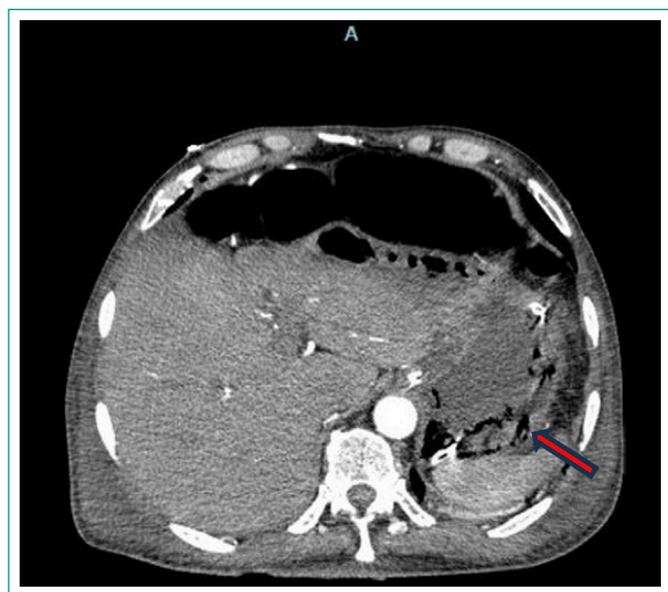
Tomografía de abdomen en fase contrastada, corte axial con evidencia de aire en la pared gástrica.
